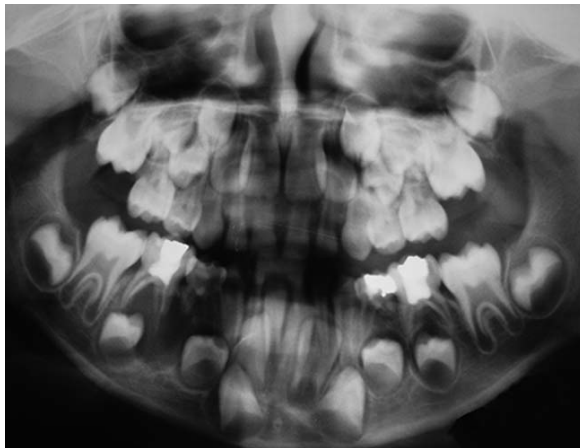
Radiografía Panorámica Preoperatoria
